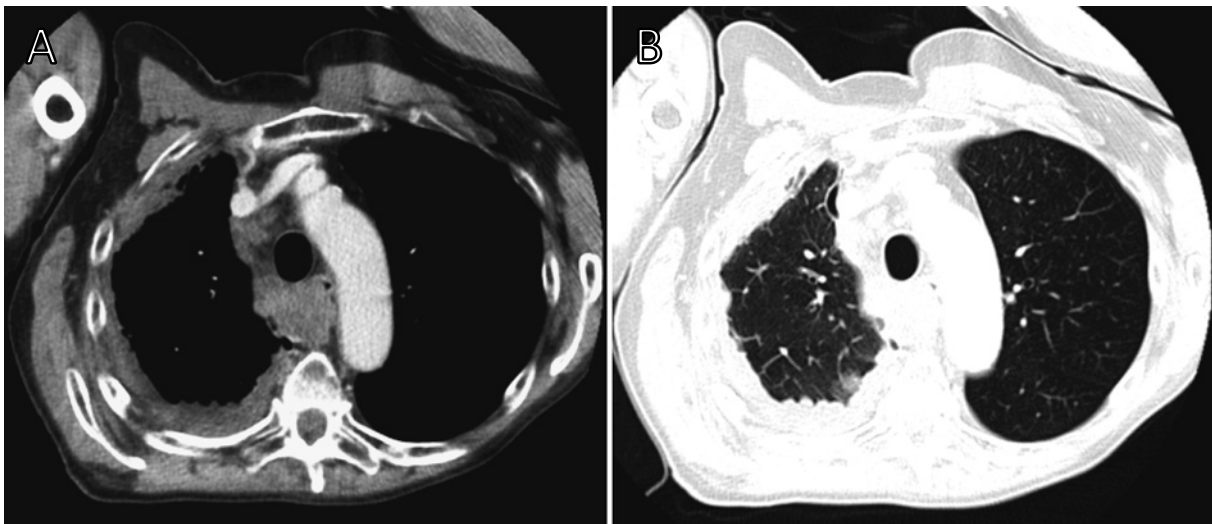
Contrast-enhanced chest computed tomography shows diffuse right pleural thickening. The malignant pleural mesothelioma has invaded the mediastinum and chest wall (A and B).
